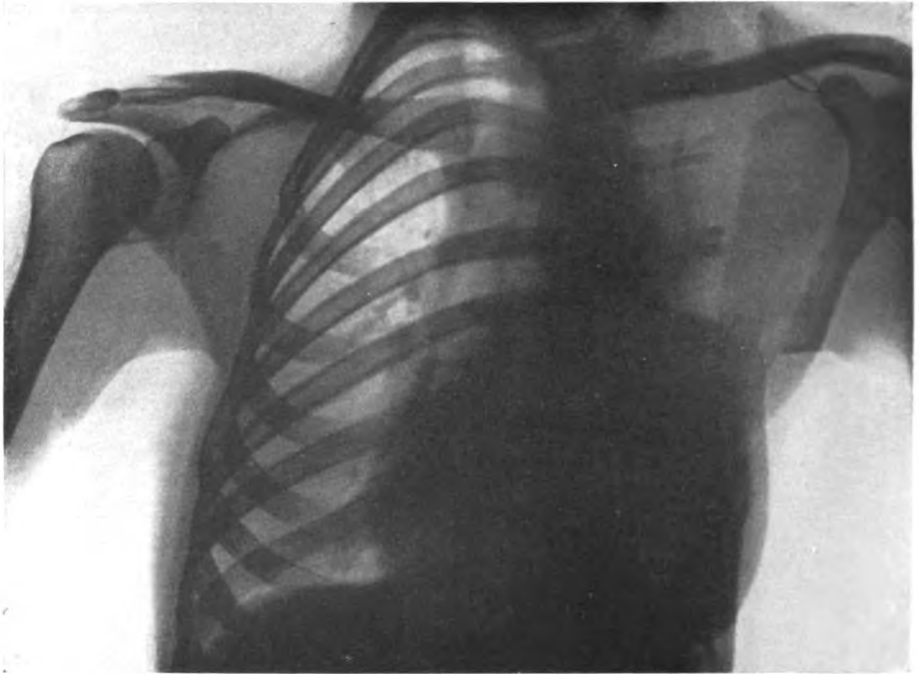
Röntgenaufnahme nach Abschluß der Behandlung. Die Rippen der linken Seite sind bis auf kleine Stümpfe vollständig entfernt.
